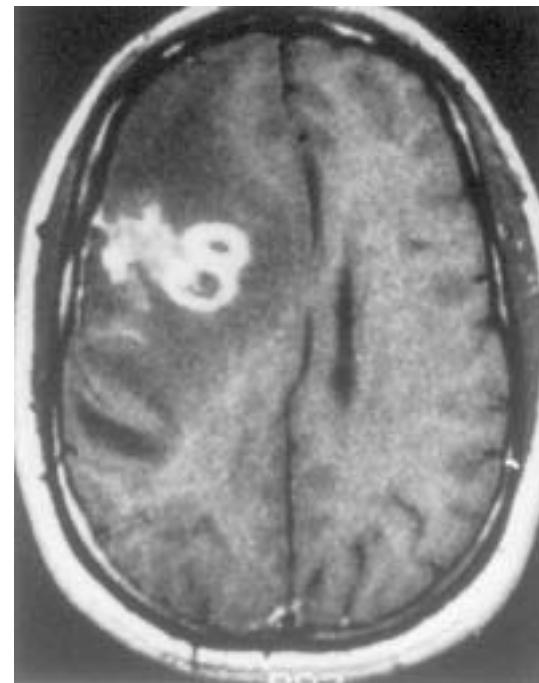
Токсоплазменный энцефалит. МРТ головы с контрастированием, видны несколько очагов с кольцевидным усилением в височно-теменной области.
